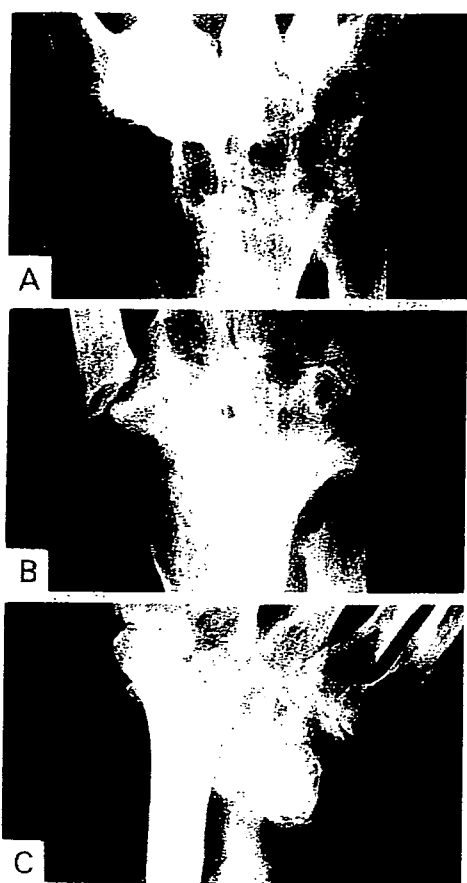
MESおよびMUD群の罹病10年以上での手関節のX線的前後像。
